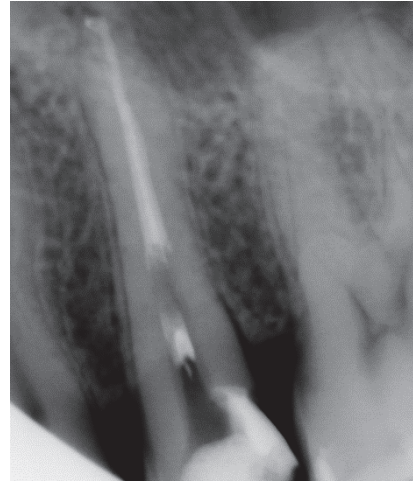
Radiographie de la dent après traitement endodontique
